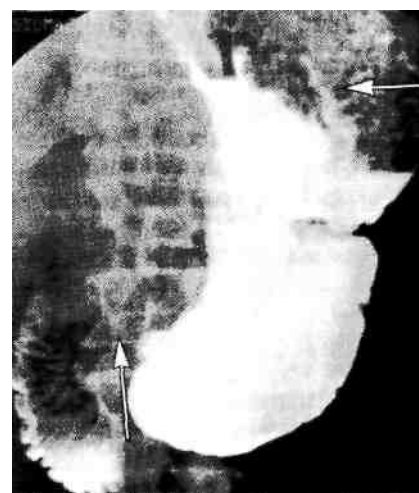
Пилоробульбарный стеноз. Желудок расширен. Над бариевой взвесью жидкость. Пилорический канал сужен. В двенадцатиперстной кишке небольшое количество контраста. Рентгенограмма желудка.
